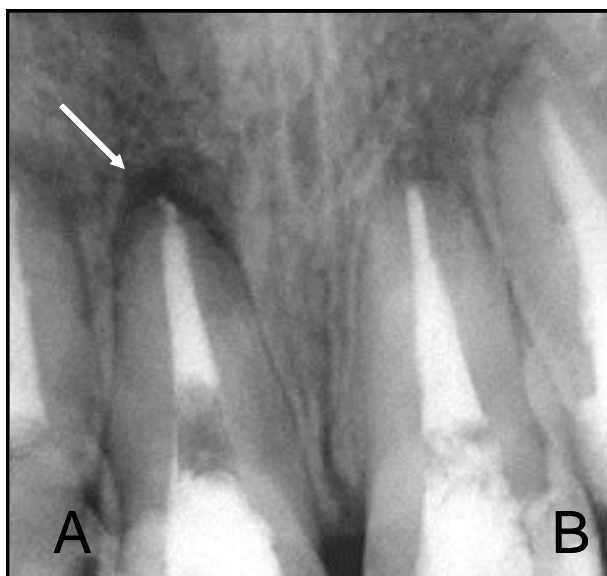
A radiografia apresenta os dois tipos de casos selecionados no estudo. O dente A no qual é possível visualizar a presença da lesão perirradicular (indicada pela seta) e o dente B que não apresenta a patologia.
